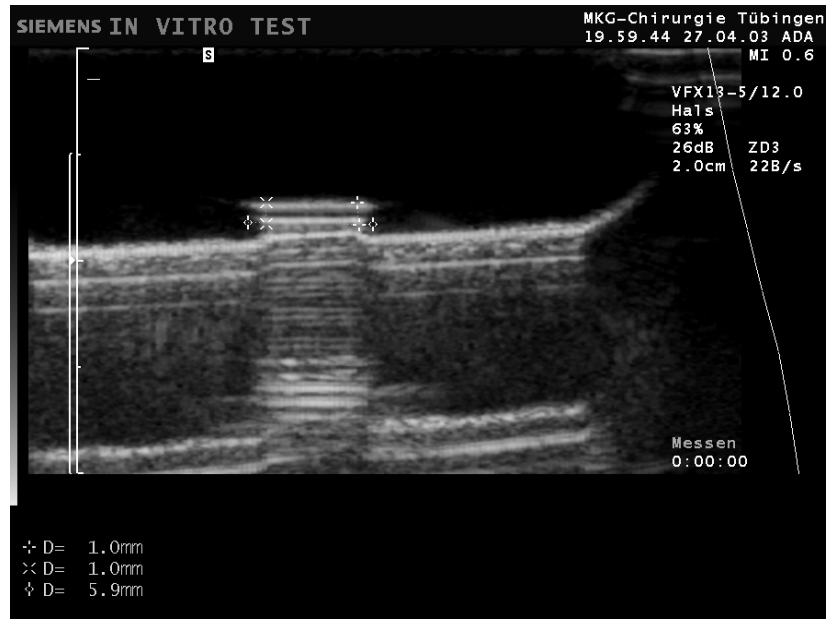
Sonographisches Bild des Osteosynthesematerials quer (oben) und längs (unten) in einem mit Wasser gefüllten Handschuh. Unten im Bild Wiederholungsartefakte
